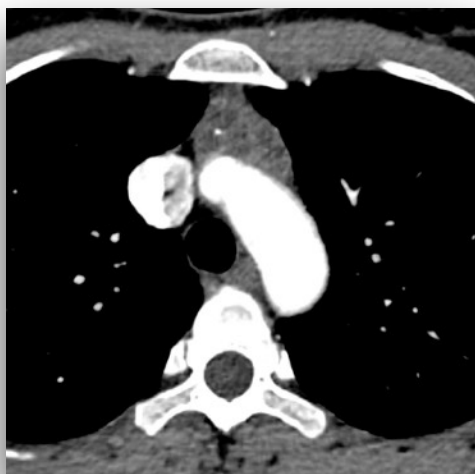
Imagen correspondiente a un quiste tímico por TC. Masa mediastínica anterior de bordes convexos, heterogénea, con calcificaciones en su interior. Diagnóstico anatomopatológico de quiste multilobulado con contenido denso
